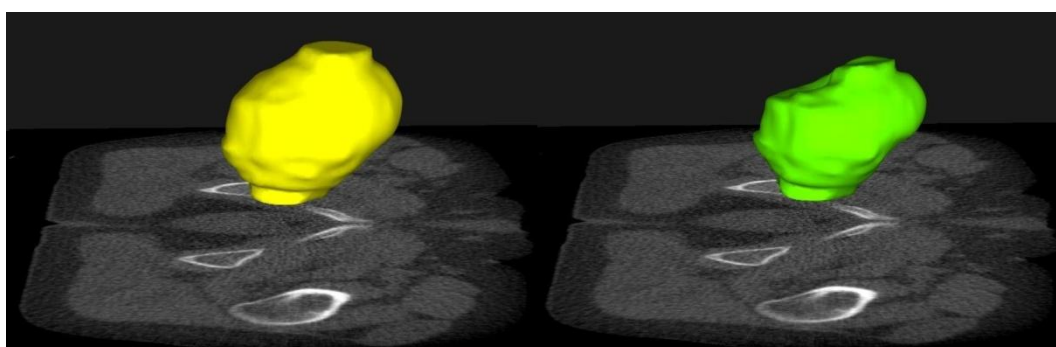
Ricostruzione 3D Vescica piena CT_1 (sinistra) e Vescica vuota CT_{12} (destra)
